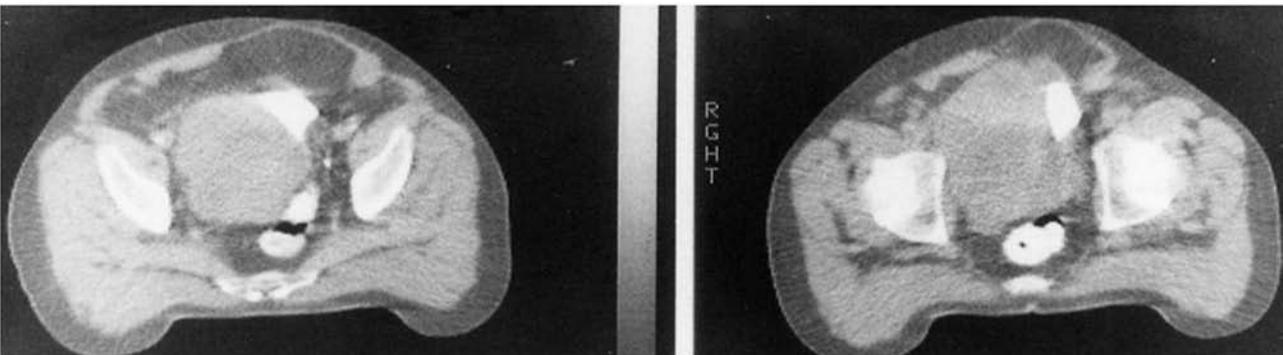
TAC: en ambas se observan masa heterogénea de caracteres sólidos y de contornos polilobulados situados en pelvis y contactando con la pared derecha de la vejiga y pared derecha del rectosigma, produciendo efecto masa sobre dichas estructuras.
